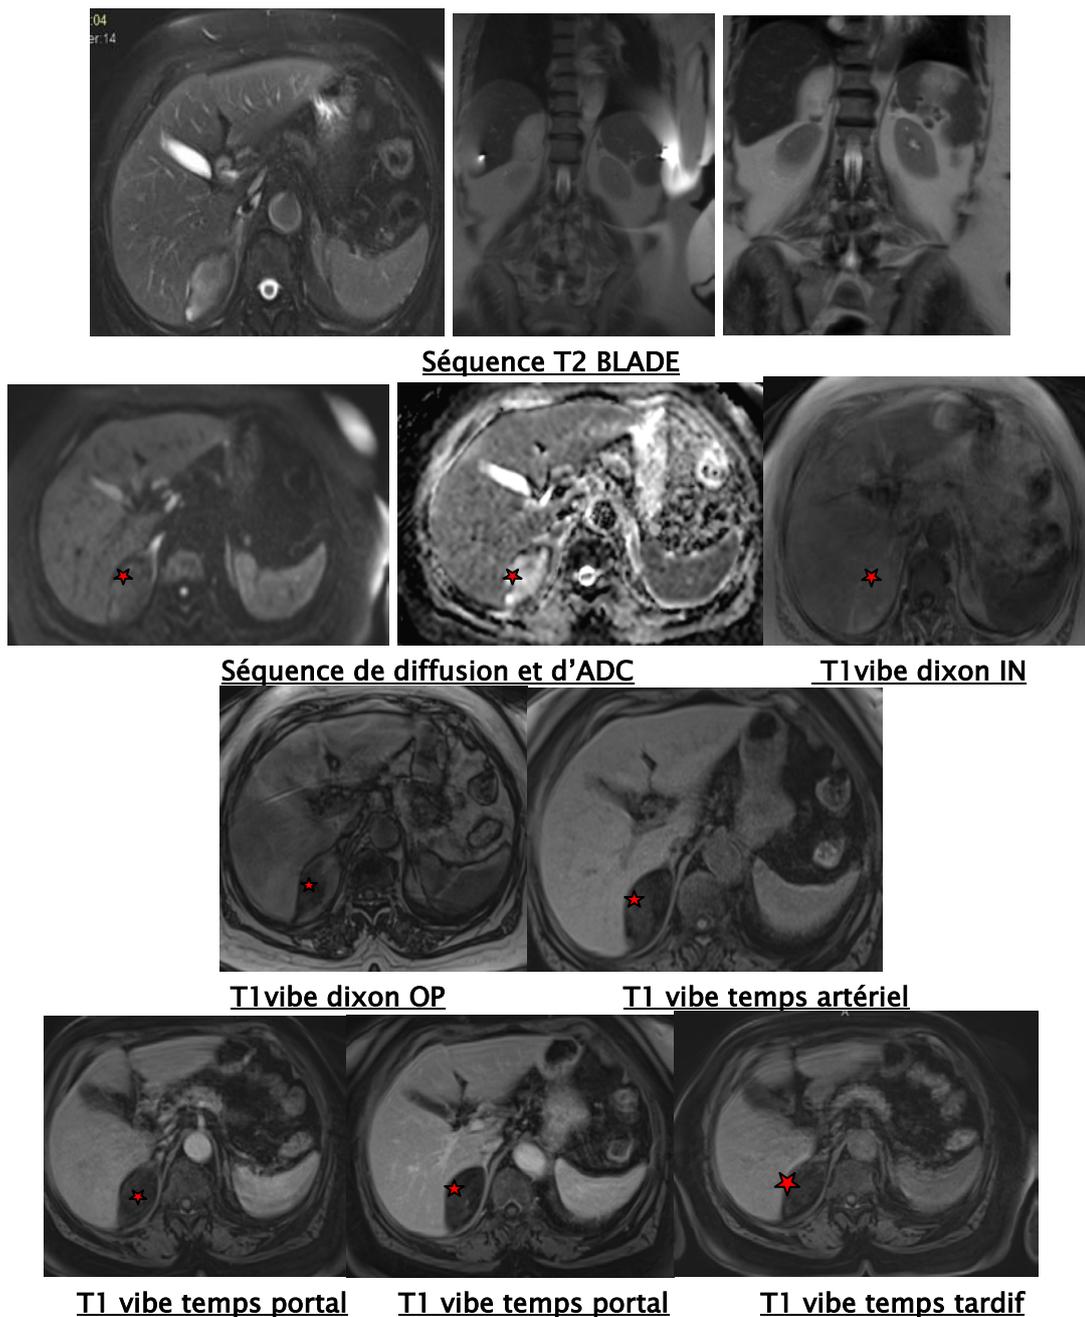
IRM surrénalienne en faveur d'un adénome surrénalien
